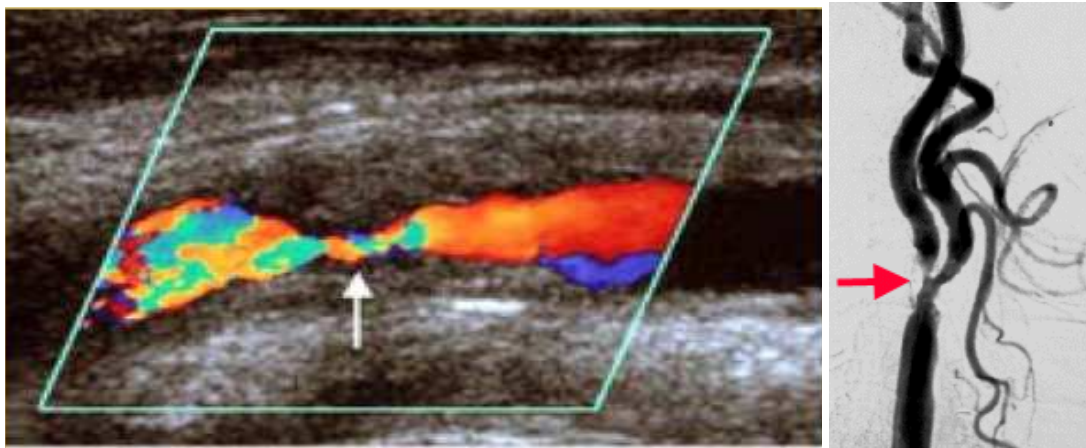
Ecodoppler ed angiografia della placca carotidea.
